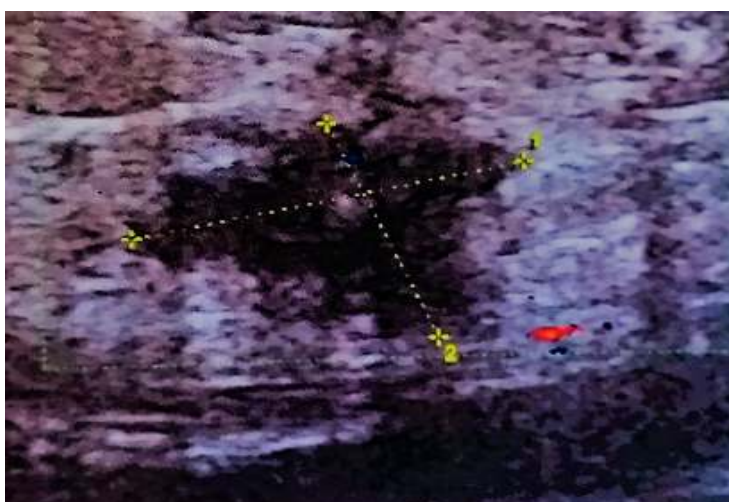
Image échographique montrant le nodule droit
